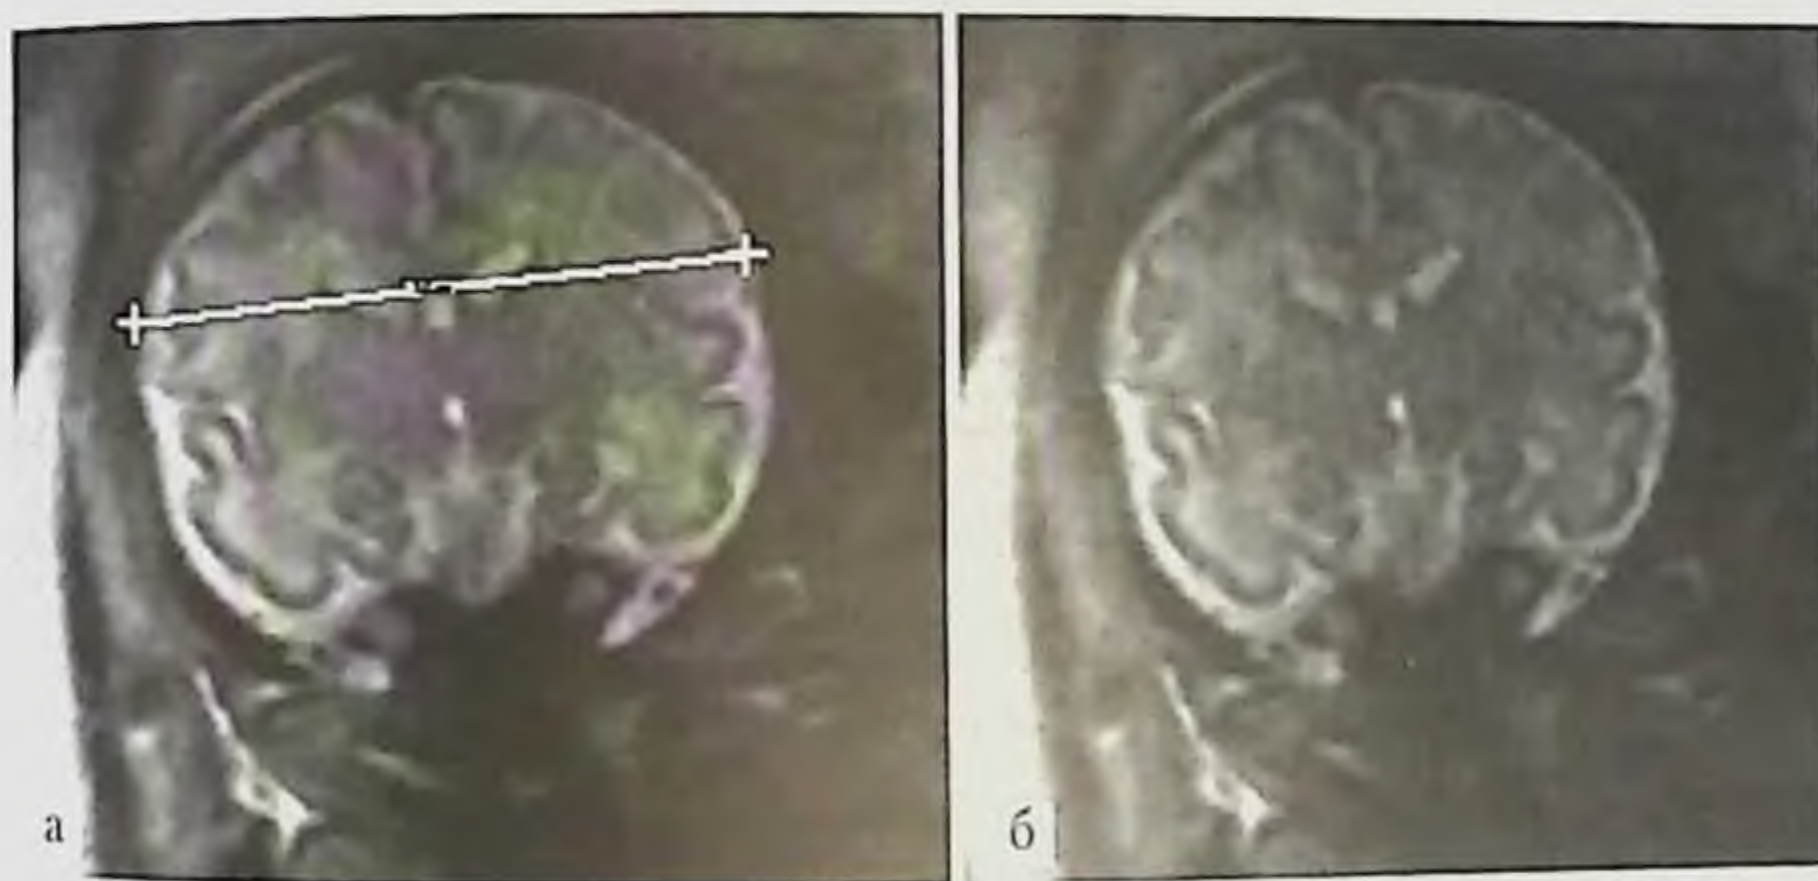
МРТ плода. Измерение бипариетального костного диаметра. Срез в корональной плоскости. Срок гестации 34 нед. Бипариетальный костный диаметр 81 мм. Перичеребральное пространство 6 мм.
